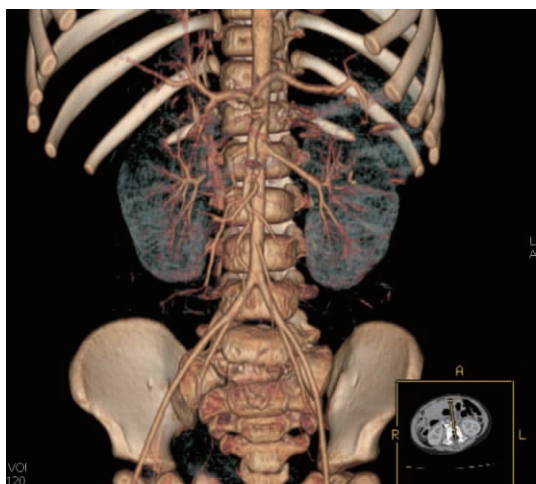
b. 增强 CTA 显示病变与周围血管的关系
